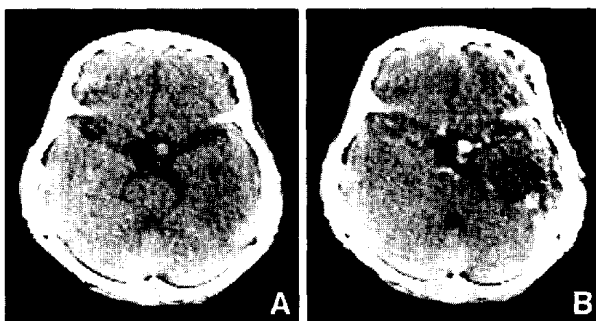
Computerized tomography scan showing dilated supraclinoid portion of the right internal carotid artery. A: Plain, B: Enhanced.
